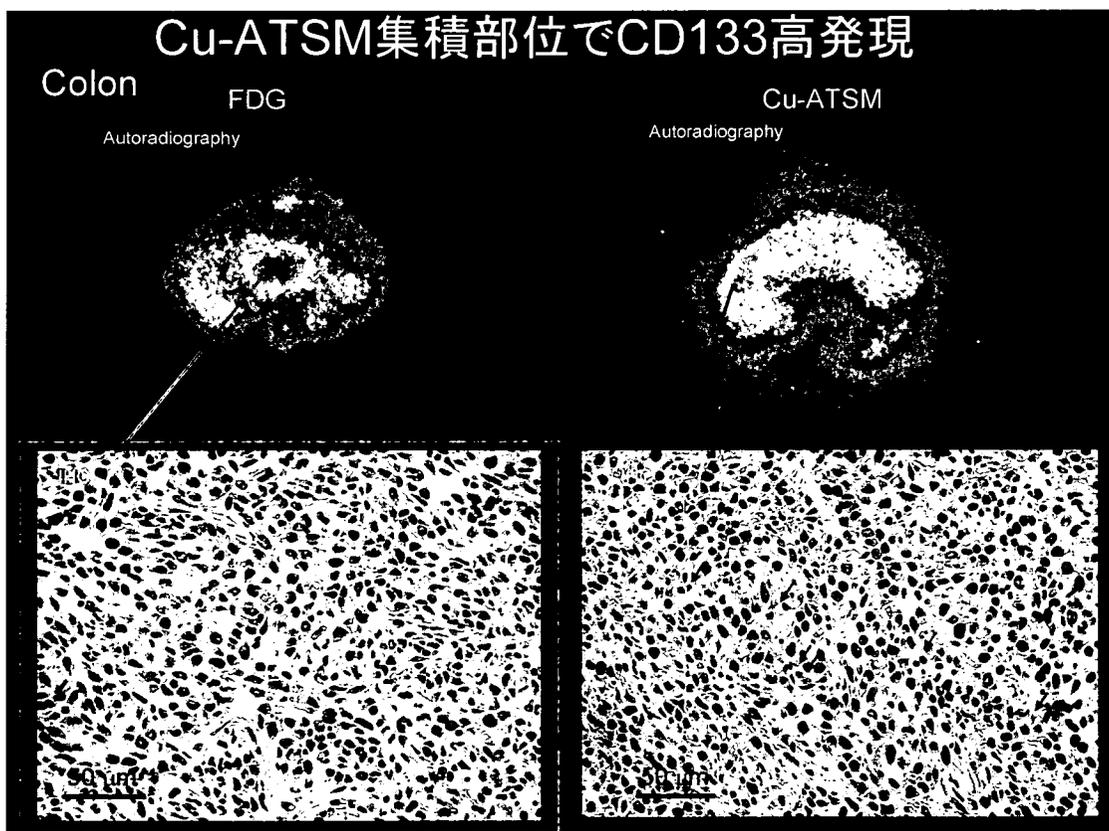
マウス実験腫瘍結節における Cu-64-ATSM 集積と FDG 集積の比較、並びに CD133 陽性細胞存在率の比較 (下図 z 矢印の茶色染色細胞が陽性)
